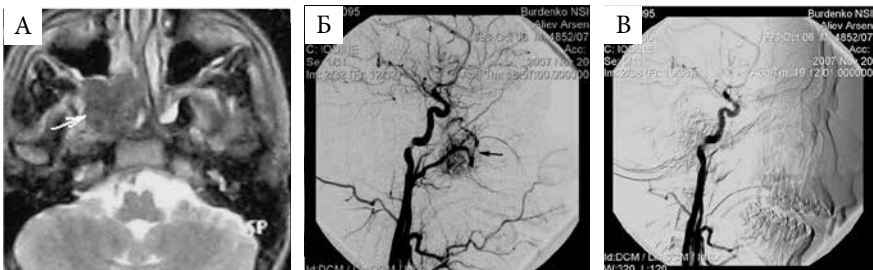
Данные МРТ и ССА пациента А.: А – МРТ (режим T2, аксиальная проекция): ЮАОЧ занимает клиновидную пазуху, распространяется в правую КНЯ (белая стрелка); Б – ССА, боковая проекция до эмболизации (черной стрелкой показана сосудистая сеть, снабжающая опухоль из ВЧА и НСА); В – ангиограмма после эмболизации демонстрирует полную окклюзию сосудов опухоли
